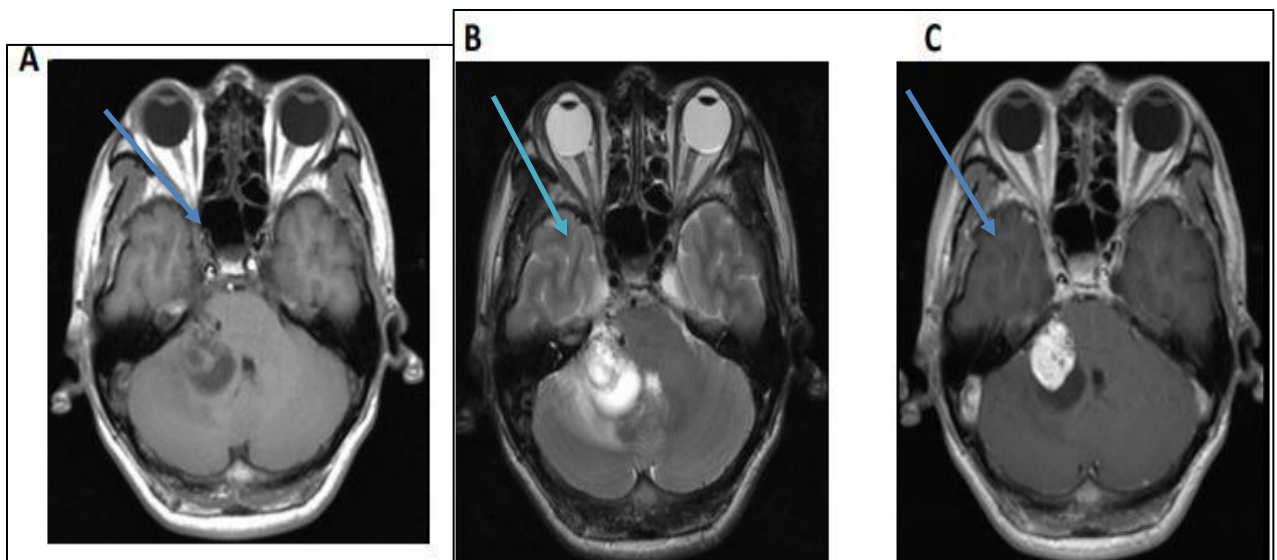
Aspect IRM d'un cavernome de l'APC (flèche) [49].
